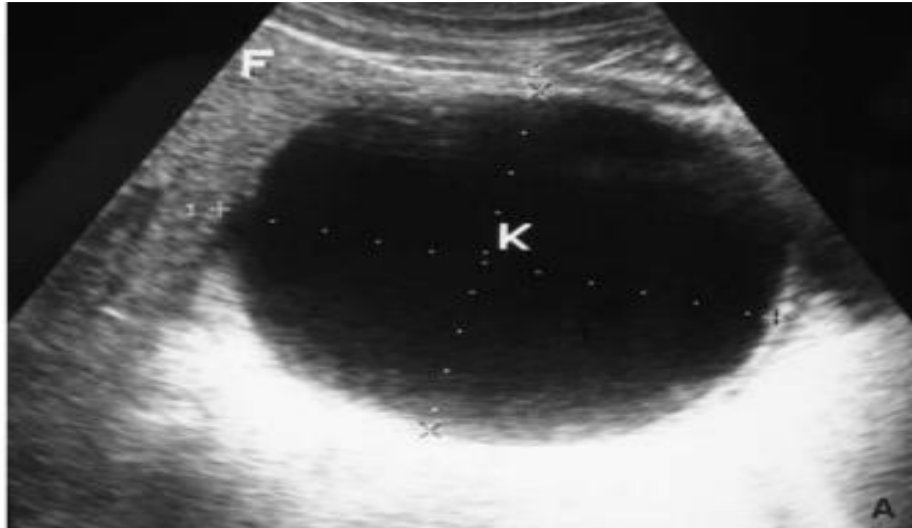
Image échographique d'un kyste univésiculaire type I de la classification de Gharbi :
